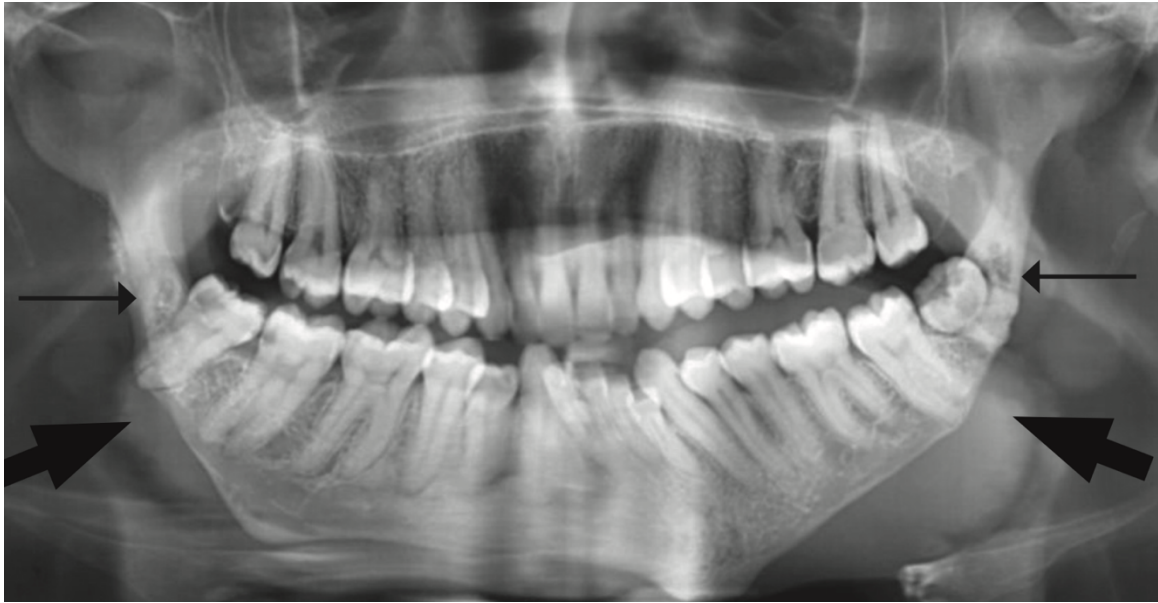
Radiographie panoramique du rapport de cas (Mabongo et al. 2015)
